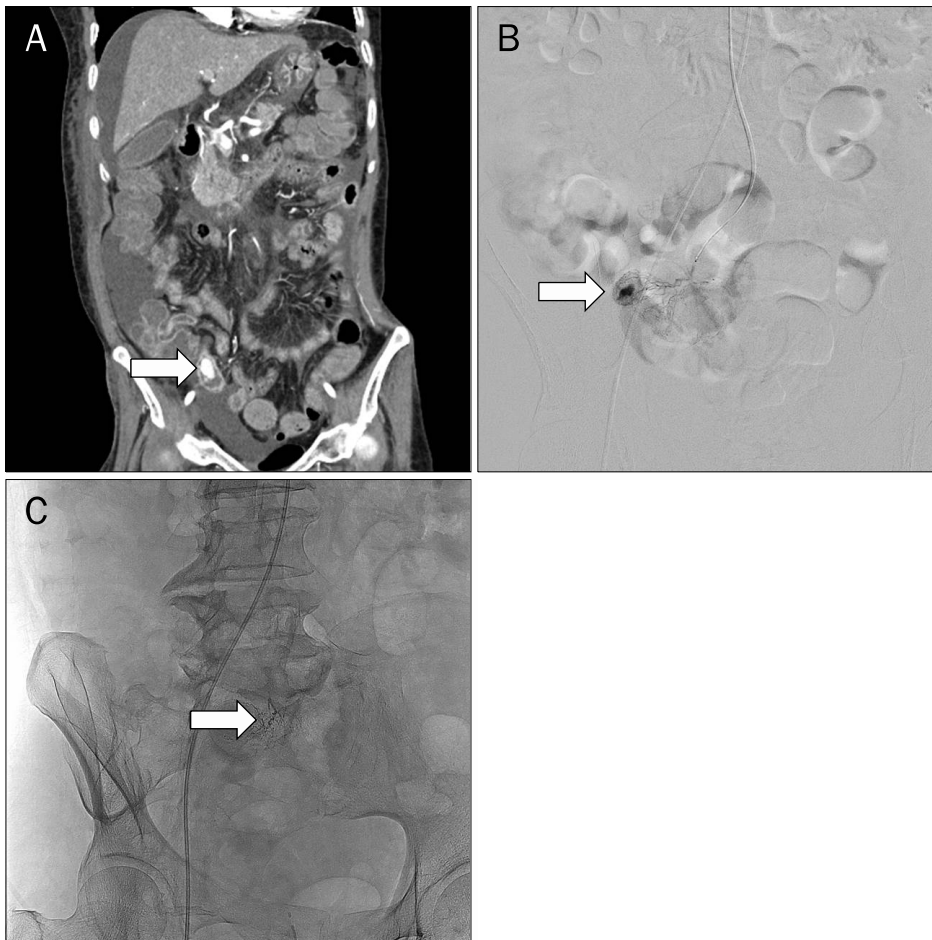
Dynamic contrast-enhanced multidetector-row CT image of a 61-year-old female with recurrent hematochezia. (A) Intraluminal contrast extravasation was noted in ileal loop (arrow). (B) Subsequent angiography revealed active contrast extravasation from ileal artery distal branch (arrow). (C) Successful arterial embolization was done (arrow).
